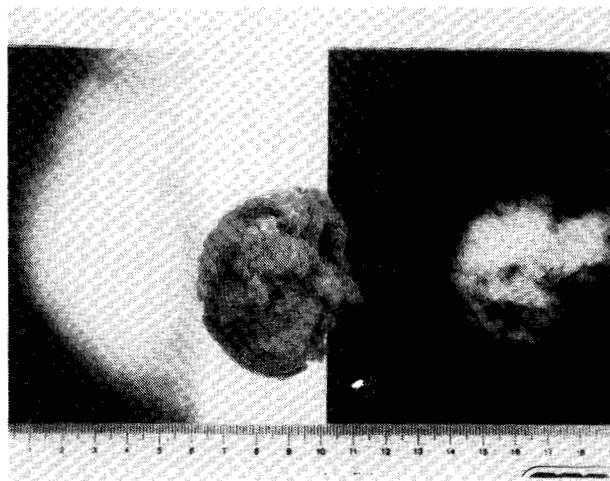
Pieza de fibroadenoma gigante recién extirpado. A la izquierda, la mamografía. A la derecha, radiografía de la pieza operatoria.
